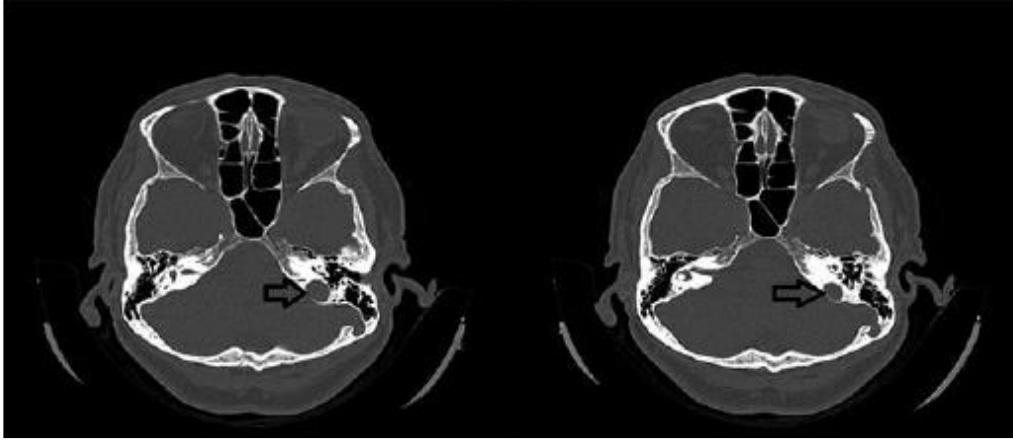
Normal Jugular Bulbus BT görüntüsü
